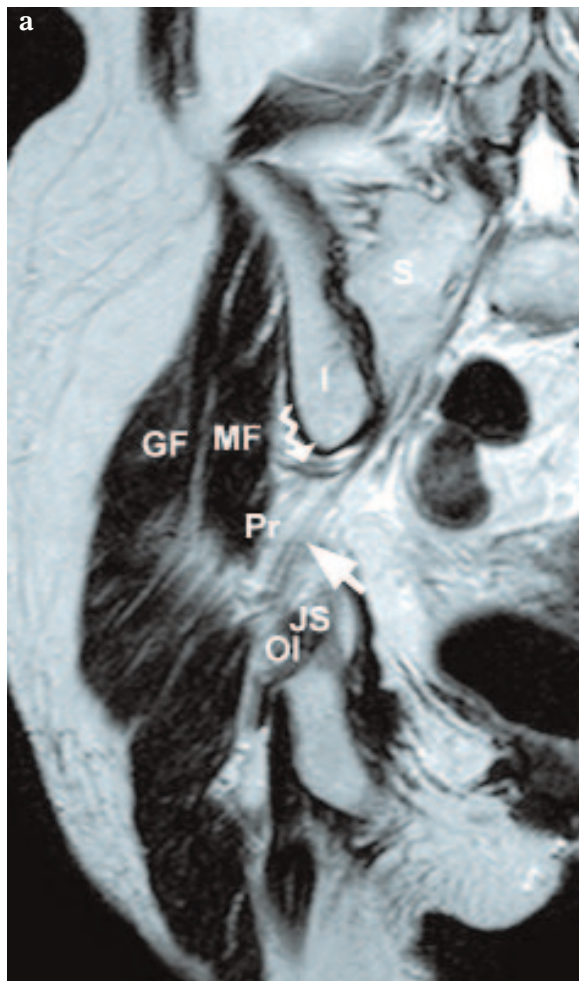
(a-b) : Coupes frontales IRM (a) et anatomique (b) montrant le passage du nerf sciatique (flèche) entre le muscle piriforme en haut (Pr) et les muscles obturateur interne (OI) et jumeau supérieur (JS) en bas. Noter le passage du nerf glutéale supérieur (flèche sinueuse) et de l'artère glutéale supérieure (tête de flèche) dans l'espace supra-piriforme.
